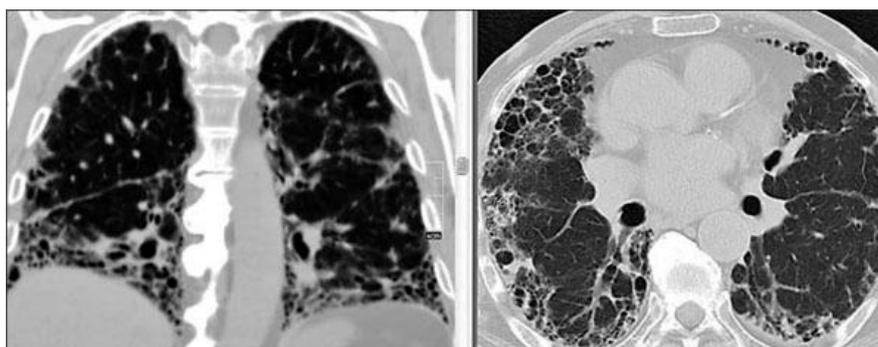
КТВР больного С., 75 лет. КТ – паттерн ОИП: преобладает субплевральная и базальная локализация, наблюдаются ретикулярные изменения и сотовость при отсутствии признаков несоответствия ОИП-паттерну
